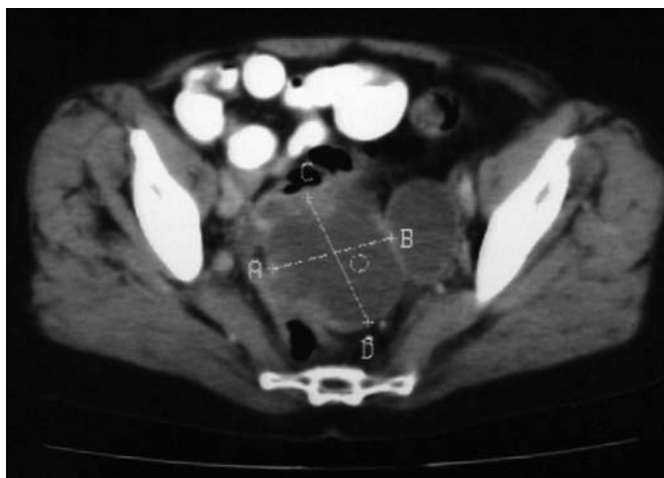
Tomografía axial computadorizada abdominal. Masa quística en fondo de saco de Douglas.
